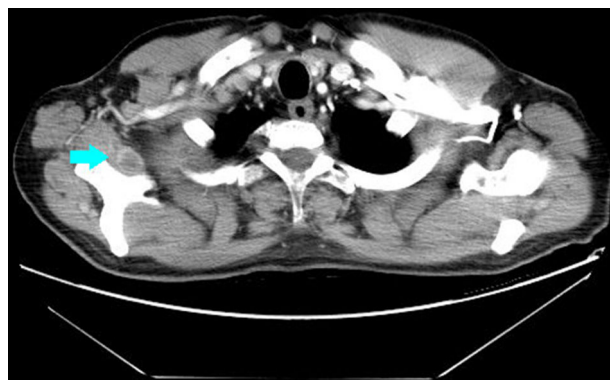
TAC torácica que evidencia un nódulo en el subescapular derecho.
